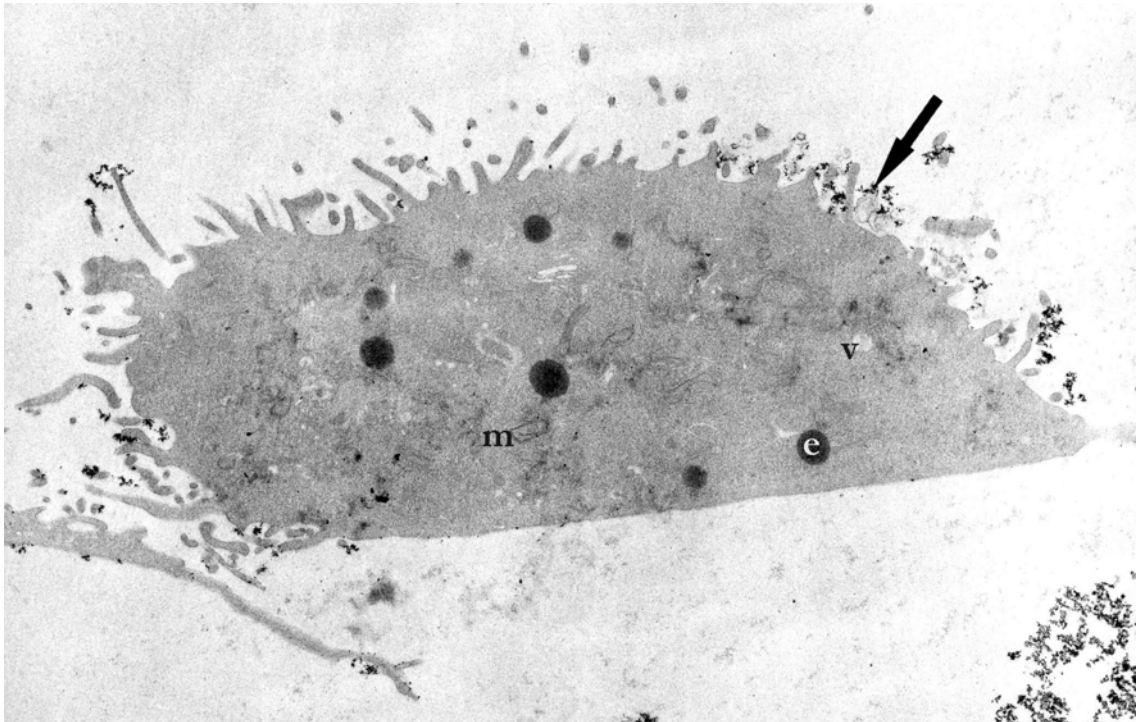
Wechselwirkung der Magnetitprobe 5 (37 ± 16 mg) mit der Zellmembran einer BT-20-Zelle nach 4-minütiger Inkubationszeit und anschließender Spülung mit PBS; e - elektronendichter Einschuß; m - Mitochondrium; v - Vakuole; \ agglomerierte Magnetitpartikel
